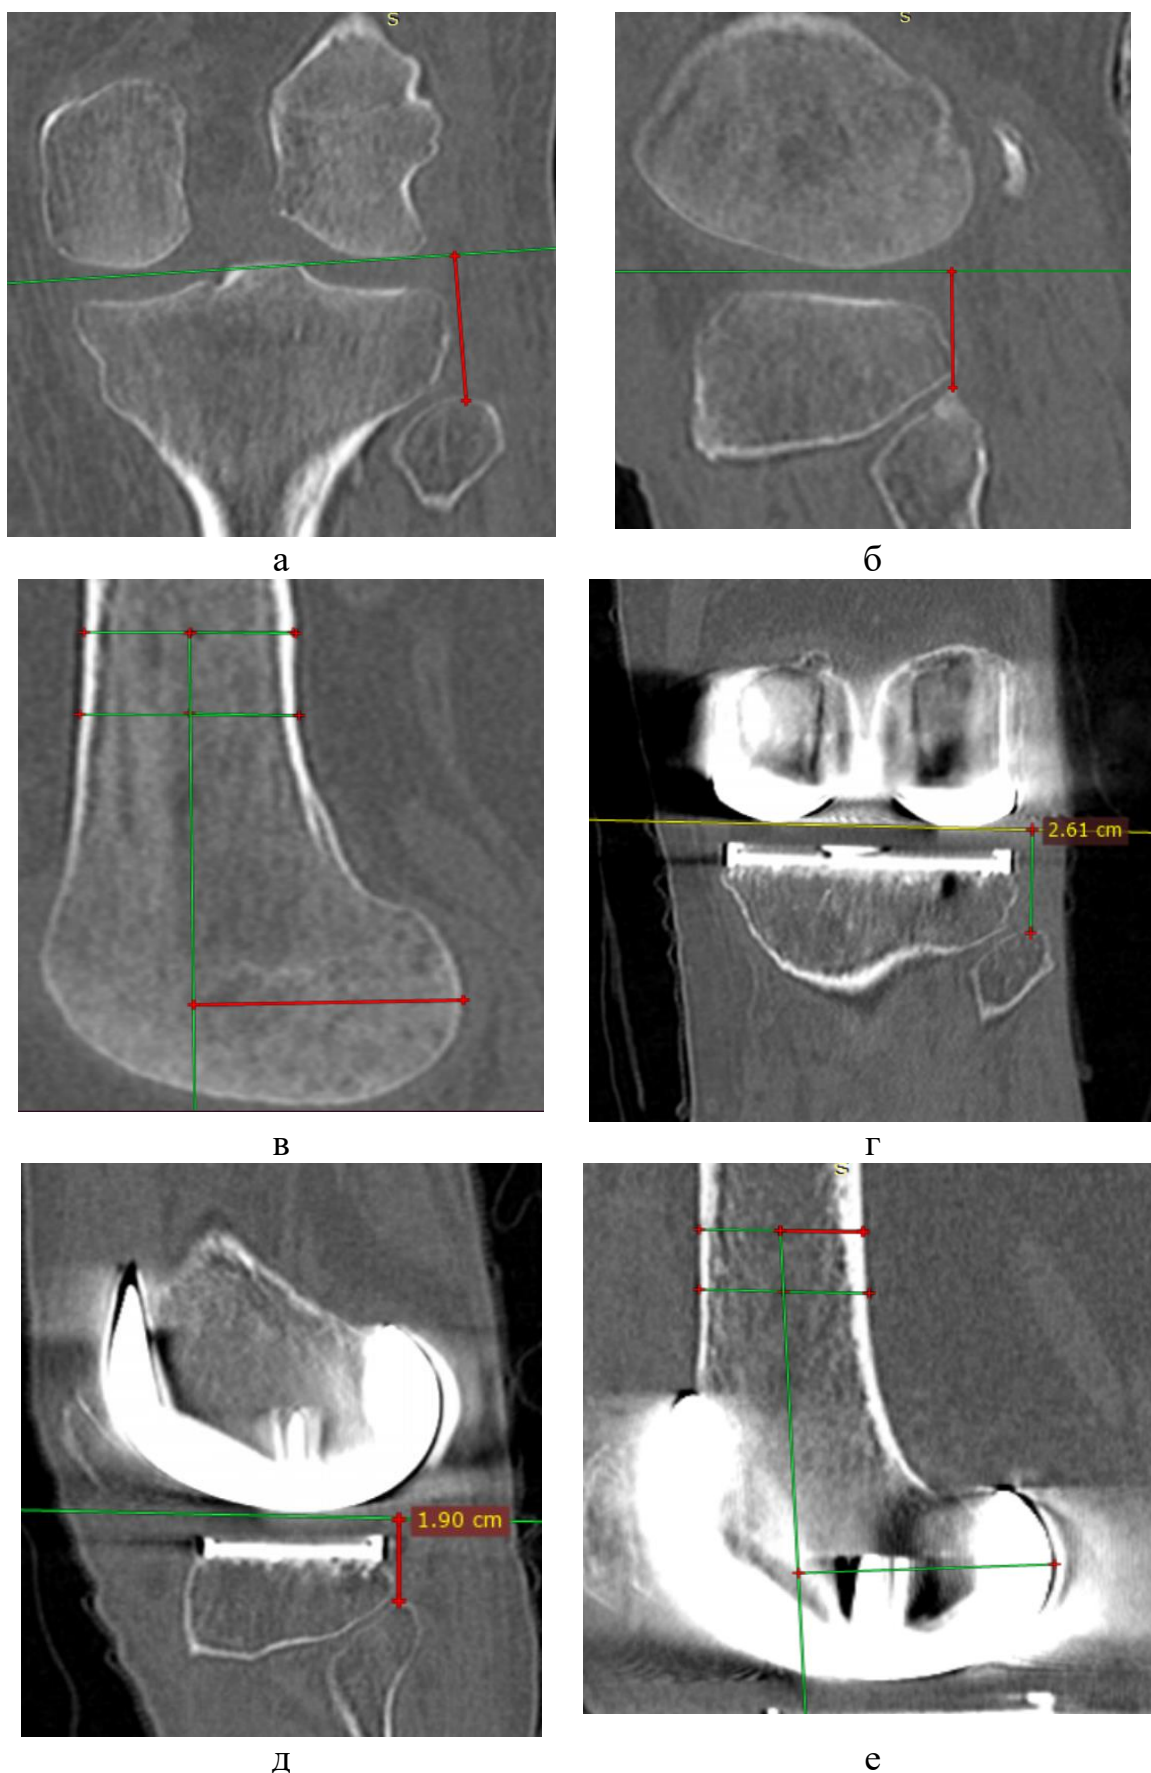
КТ коленного сустава до операции (а-в), после операции(г-е): а и г фронтальная проекция, б-в и д-е – сагиттальная проекция
